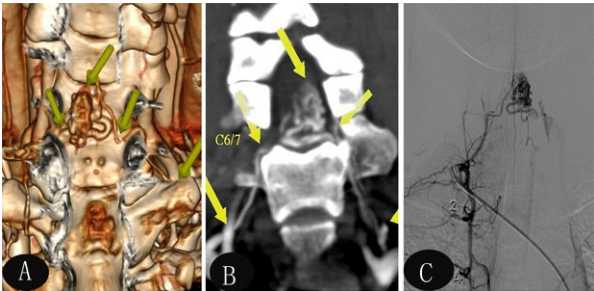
颈₅₋₆脊髓动静脉畸形 320 排动态容积 CTA 和 DSA A、B. 320 排动态容积 CTA 容积再现像(A)和曲面重建像(B)立体显示颈₅₋₆畸形血管团影、供血动脉、引流静脉及畸形血管团与椎管的关系,主要供血动脉为右甲颈干分支;C. DSA
